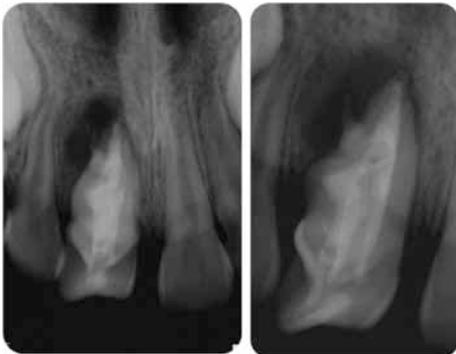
Radiografía final. Obturación con MTA, poste de fibra de vidrio y resina.
